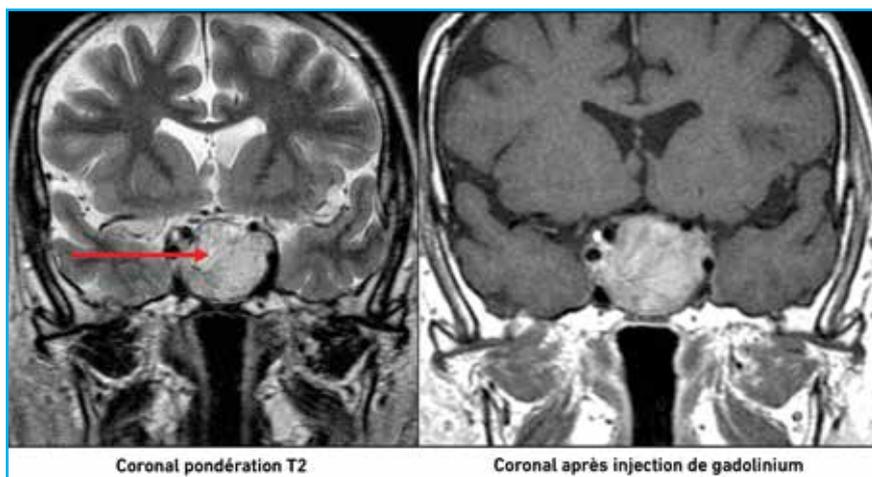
Coupe IRM d'un macroadénome hypophysaire [3].
